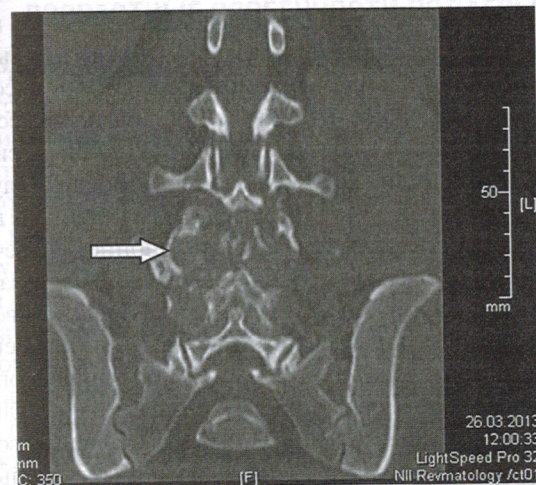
Компьютерная томография поясничного отдела позвоночника пациента с хронической тофусной подагрой (собственное наблюдение). Визуализируется объемное мягкотканное образование овальной формы с нечеткими границами (тофус), деструкция L_{III} – L_V позвонков
